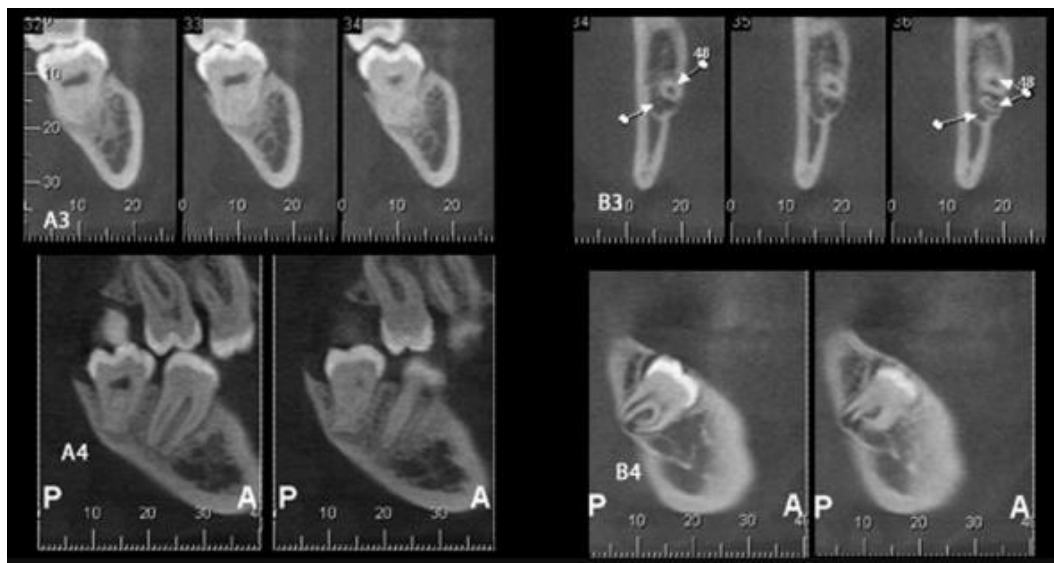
Tomografía de haz cónico del tercer molar inferior.⁴²
